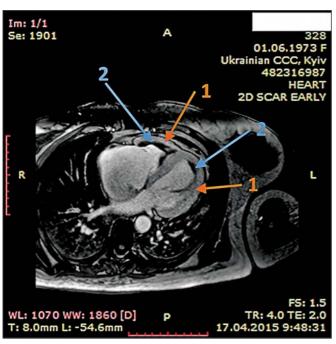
Динамическая томография, поперечная проекция с контрастированными полостями и стенками – неравномерное утолщение миокарда желудочков (1) с двумя апикальными тромбами (2)
